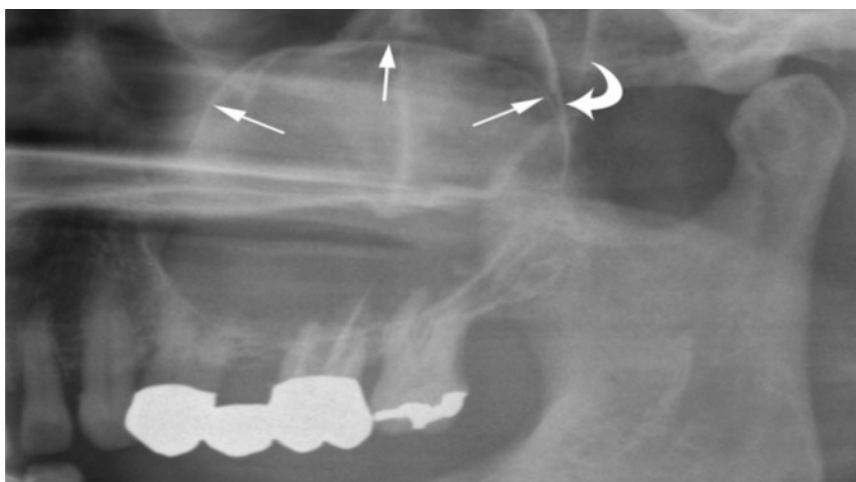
Recorte de ortopantomografia, na região posterior maxilar correspondente ao 2º Quadrante, onde se observa um queratoquisto de grande dimensão e que invade o seio maxilar (setas). A parede posterior do seio está indicada com uma seta curvada, adaptado de Borghesi et al., 2018.
